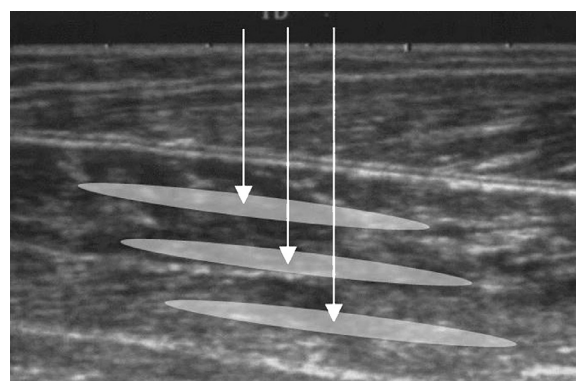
エコー視下に行うボツリヌス毒素製剤の筋肉内投与
